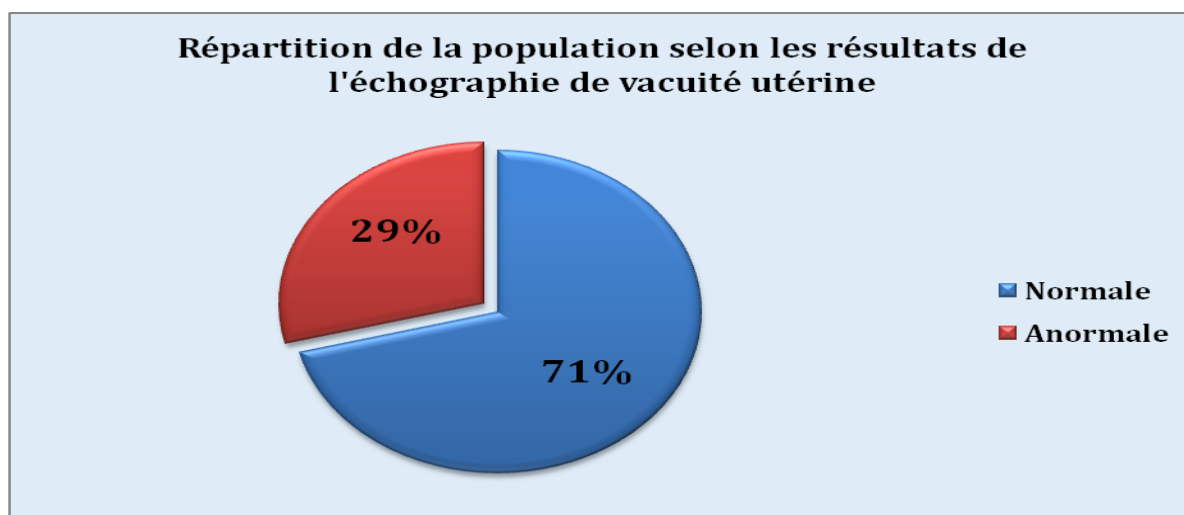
Répartition de la population d'étude selon les résultats de l'échographie de vacuité utérine.
